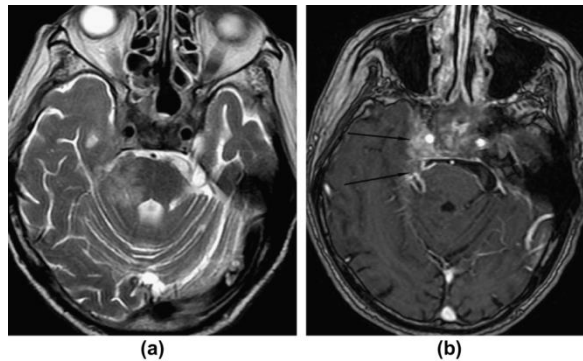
10: CHT đứng dọc (A) và cắt ngang (B), thì T2W FSE cho thấy tổn thương tăng tín hiệu khá rõ ở vùng nhân dây TK V (mũi tên đen) [25]
